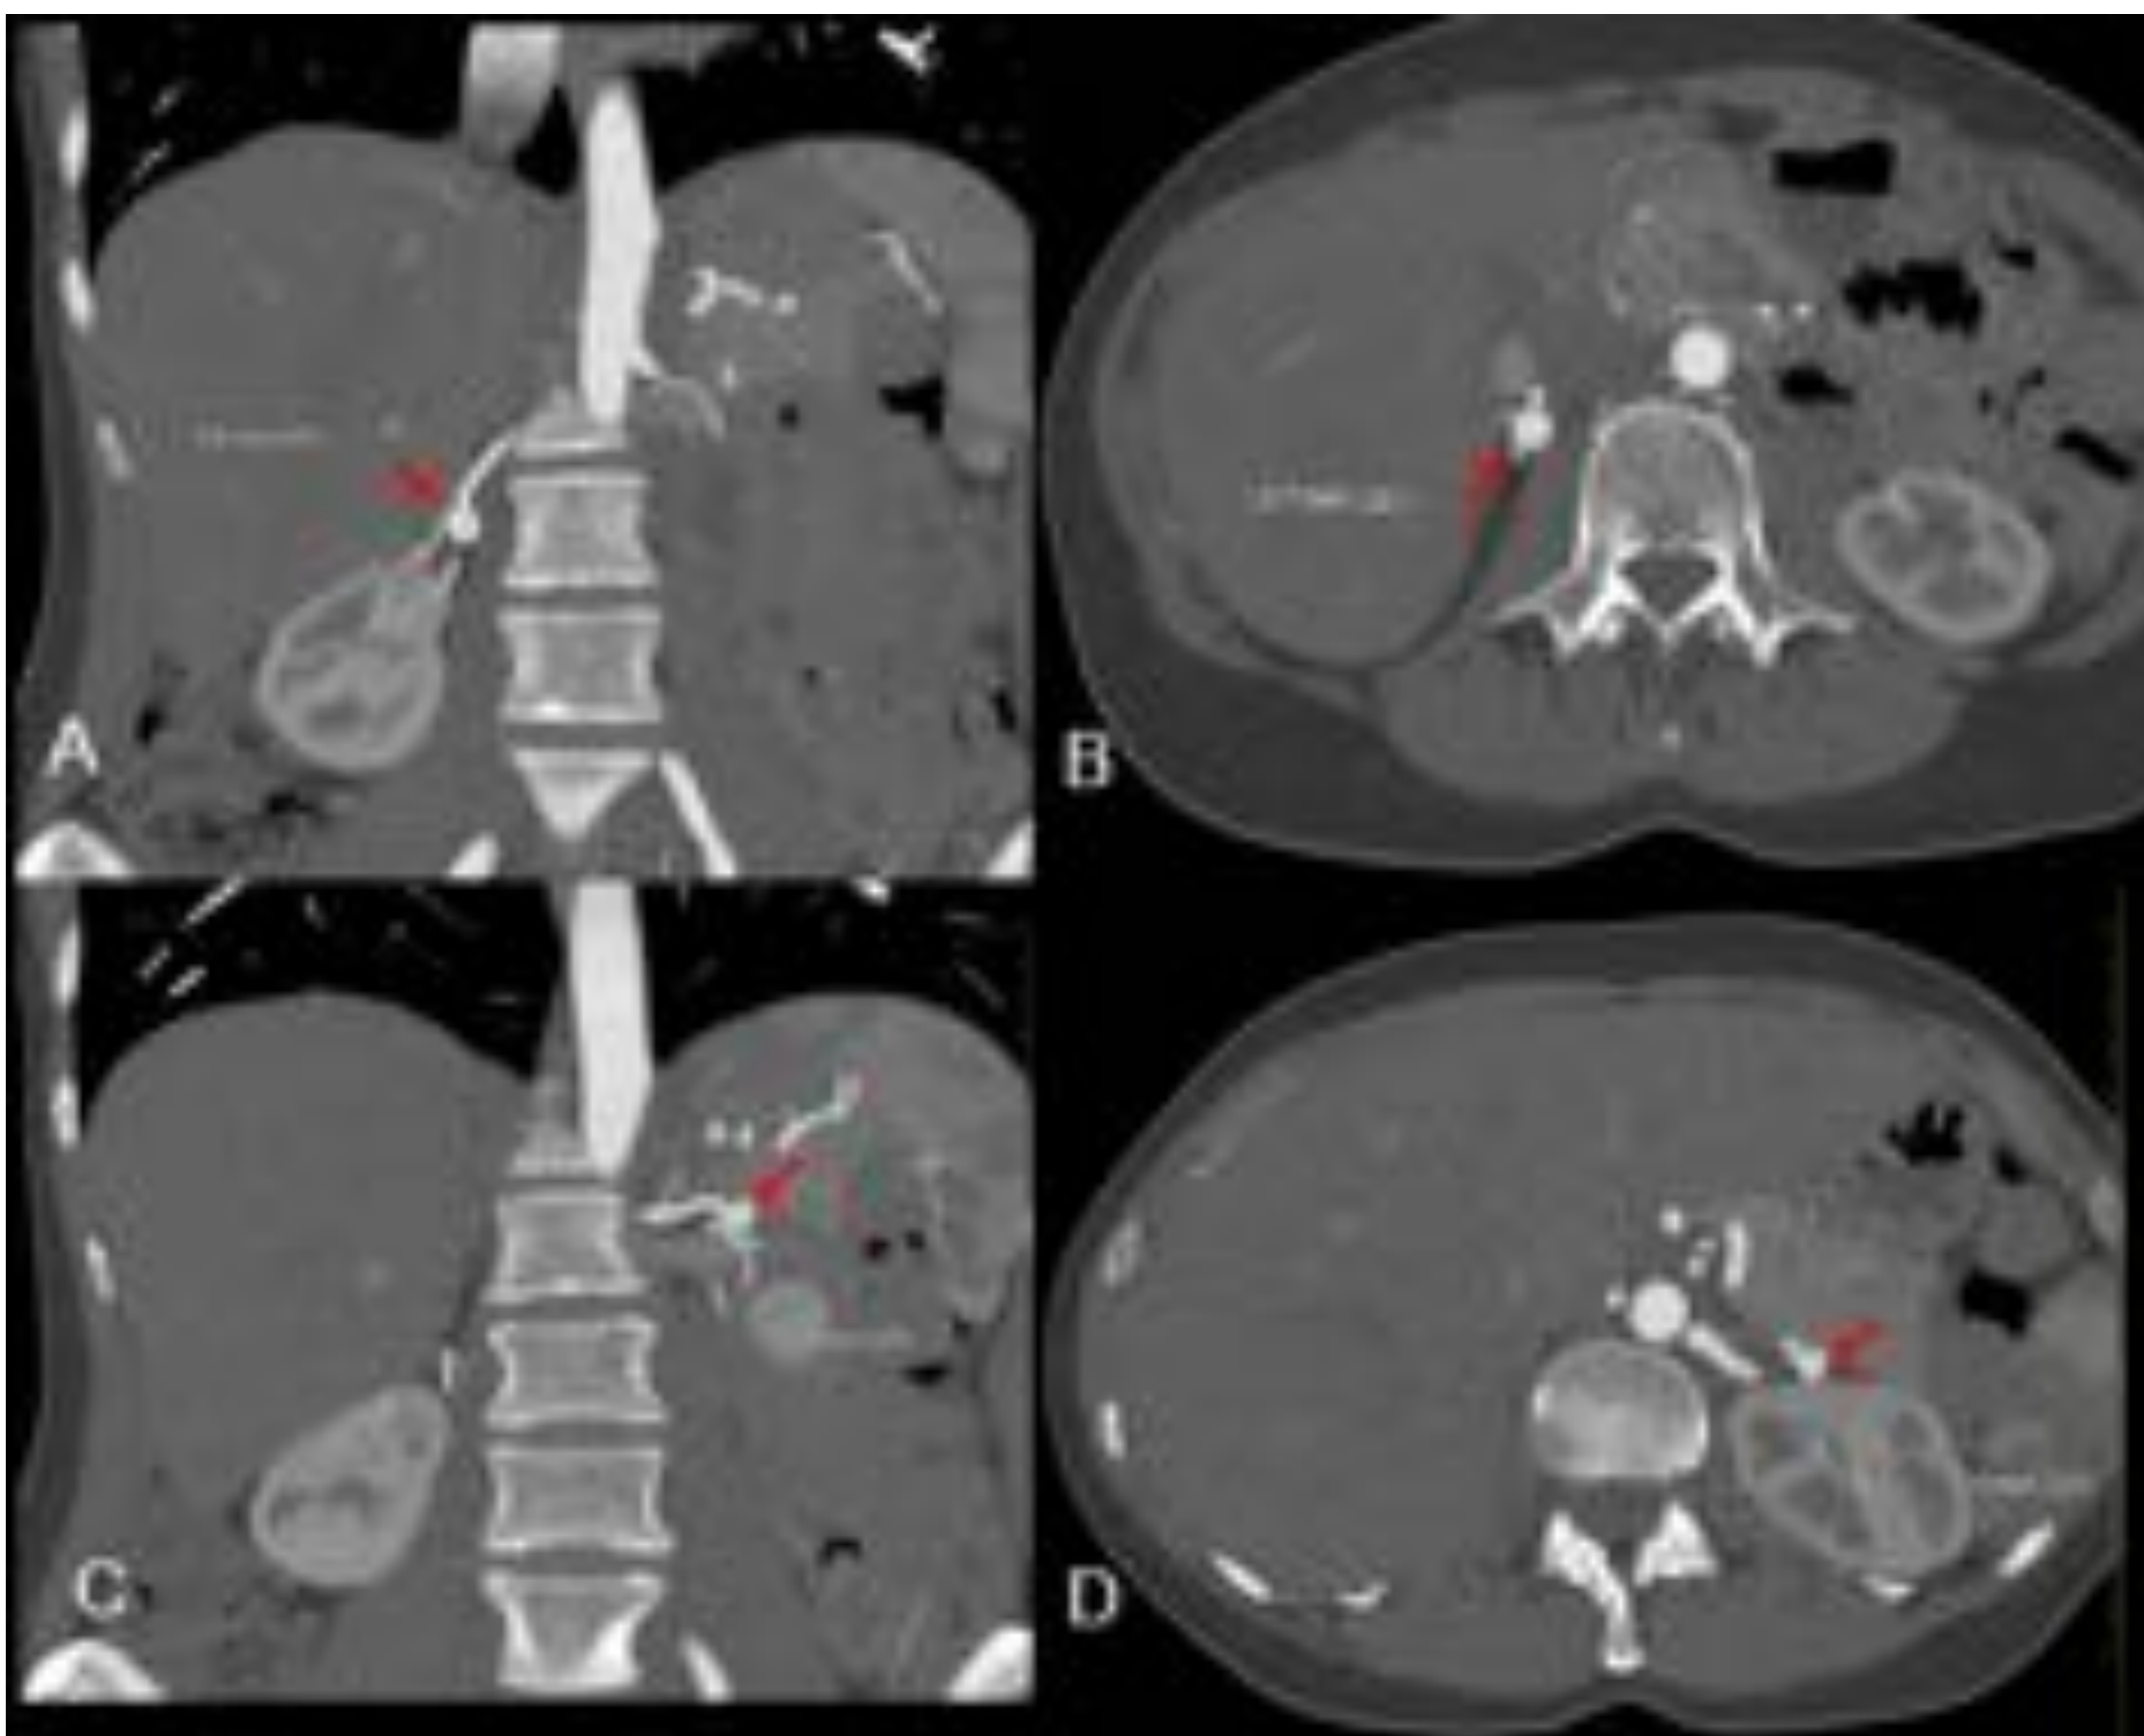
TC MIP coronal (A,C) y axial (B,D) con contraste intravenoso en fase arterial. Aneurismas renales hiliares bilaterales de 10 mm (A,B) y 7 mm (C,D). Hospital Universitario de Bellvitge.
